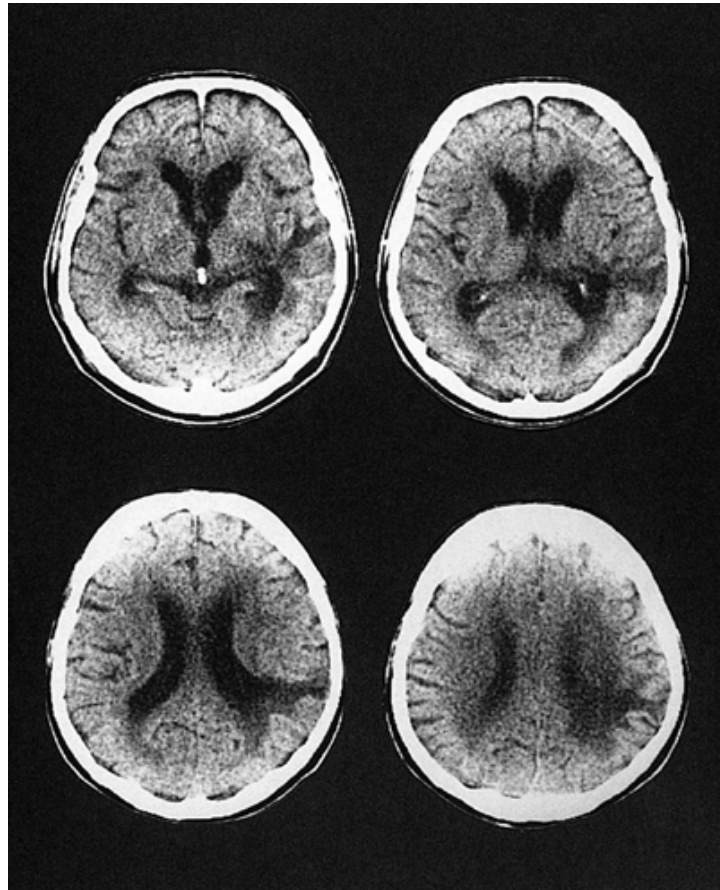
ウィルニッケ失語患者の CT 画像。相馬, 田辺 (2003) より
